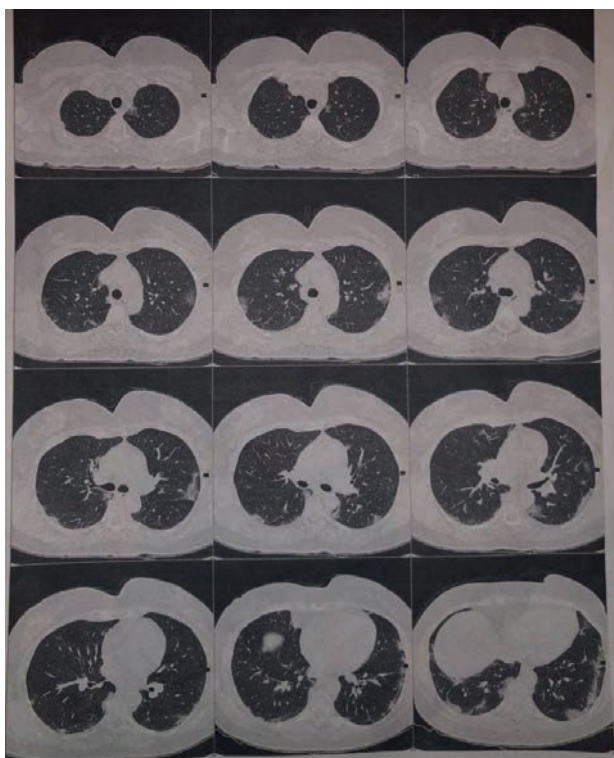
КТ обстеження пацієнта (20.09.2020р.)
